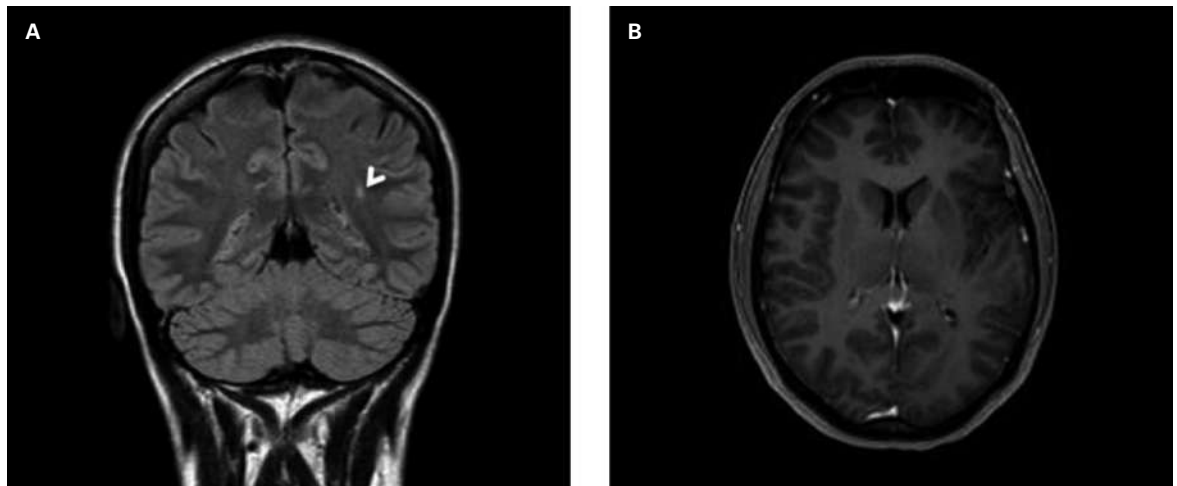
MRI des Gehirns vor Lumbalpunktion. Coronare FLAIR-Sequenz. Aufnahme ein Tag vor Lumbalpunktion. Reaktionslose kleine Gliose (→) im paraventriculären Marklager links (A). Kontrastmittel-verstärkte axiale T1-3D TFE. Kein auffälliges Enhancement der Meningen (B).
